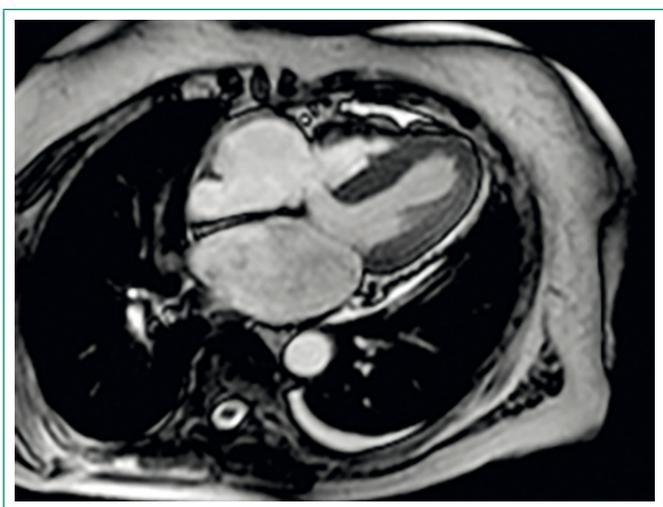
Sección axial de RM cardíaca donde se observa acinesia del ápex y segmento distal
